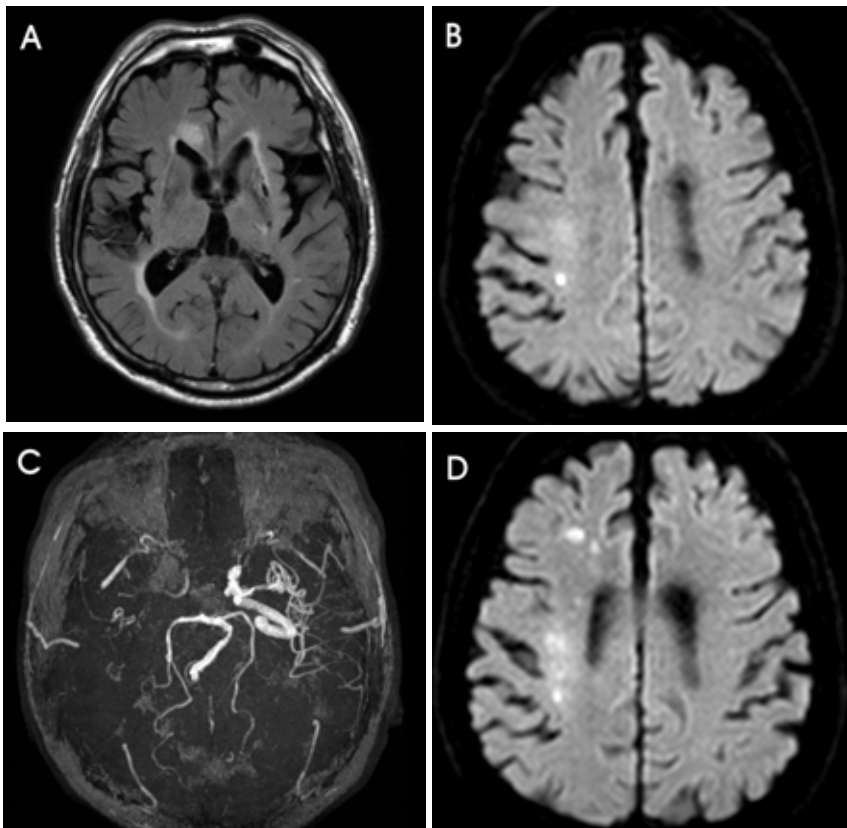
Brain MRI and MRA of the patient. There is an acute infarction in the right hemisphere and occlusion of right internal carotid artery (A-C) taken after in-hospital 1st attack. A followed diffusion-weighted image after another attack (D) shows newer acute infarction in the right hemisphere.
